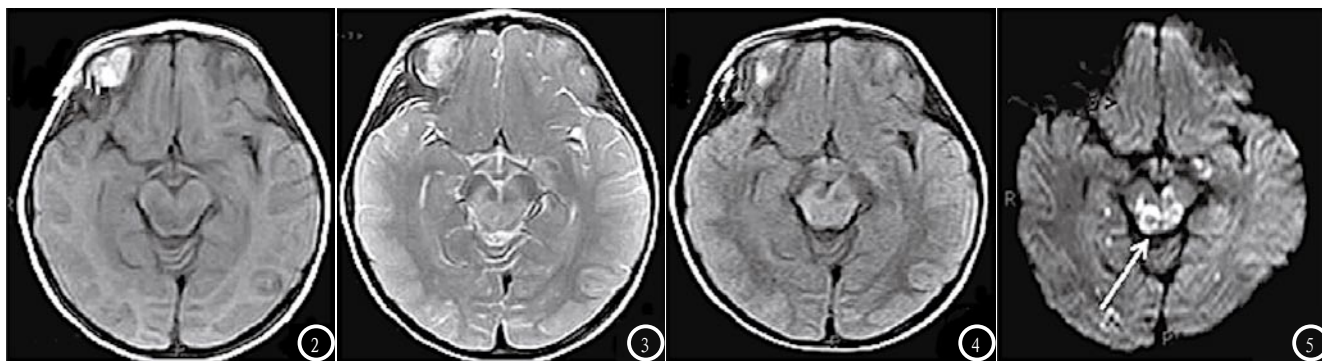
急性期患儿的EEG图,可见弥漫性高波幅 θ 波或 δ 波;图2-5为同一患儿的MRI图像。图2 T₁WI序列横断面显示脑干背侧肿胀,呈长T₁信号;图3 T₂WI序列呈长T₂信号;图4-5 FLAIR和DWI序列呈现高信号。
